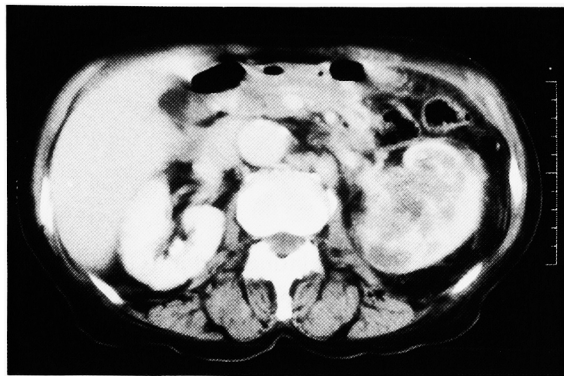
Abdominal computerized tomography showed a swelling and an irregular enhancement of the left kidney.
